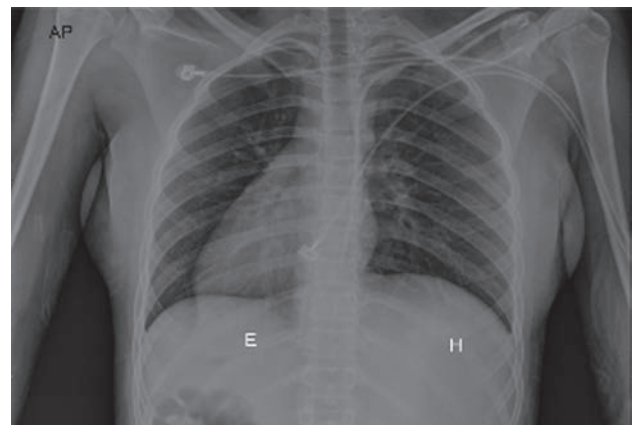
Radiografía anteroposterior de tórax en la que se observa la silueta cardíaca localizada en el hemitórax derecho, con el ápex en la misma dirección, se observa la cámara gástrica (E) con contenido aéreo en la región subdiafragmática derecha, y la sombra hepática (H) en la región subdiafragmática izquierda que condiciona la elevación del hemidiafragma ipsilateral.
